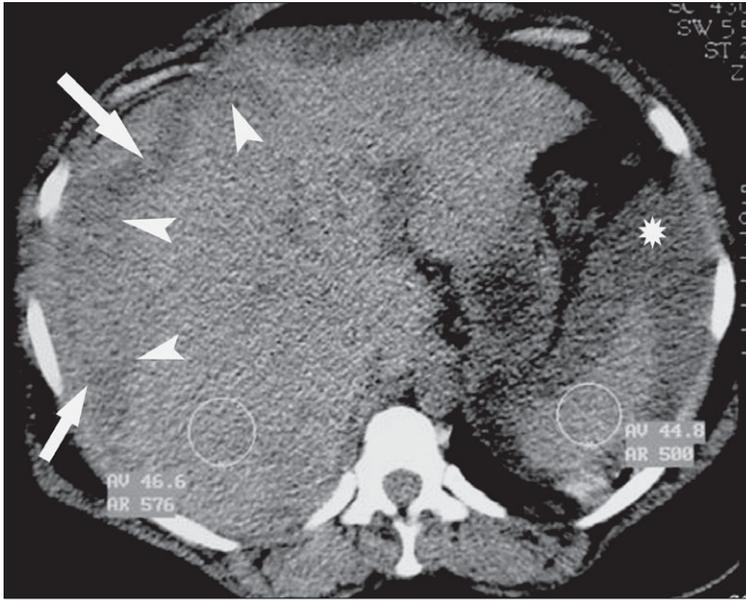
Tomografia computadorizada de abdome sem contraste endovenoso evidenciando hepatomegalia associada a irregularidade e maldefinição dos contornos hepáticos (pontas de seta brancas). Observa-se também coleção subcapsular hepática heterogênea (setas brancas) com áreas espontaneamente hiperatenuantes de permeio. Nota-se ainda pequena quantidade de líquido periesplênico (asterisco). Ruptura hepática espontânea em gestante de 30 semanas com síndrome HELLP. (Imagem cedida pelo Prof. Dr. Giuseppe D'Ippolito.)
